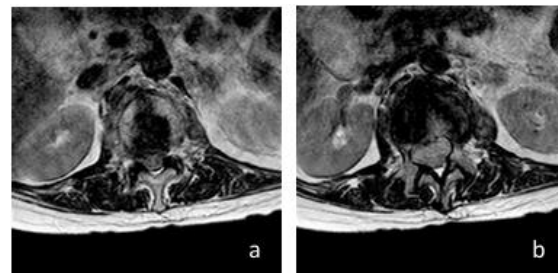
MRI lumbal potongan aksial, (a) Destruksi endplate inferior korpus vertebra lumbal pertama, (b) Destruksi endplate superior korpus vertebra lumbal kedua
